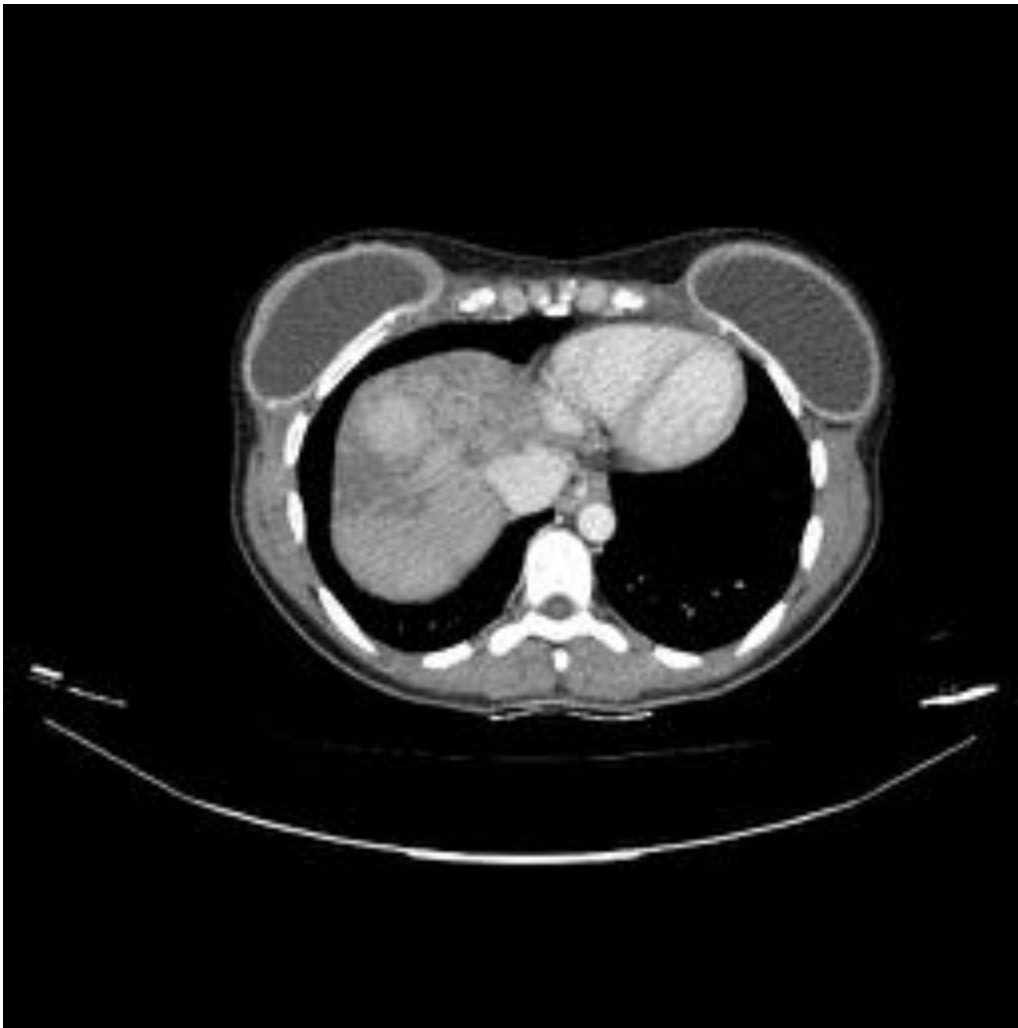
Misma paciente que figura 3. TC realizado 4 meses después de finalizar quimioterapia con docetaxel y trastuzumab. Continúa con trastuzumab y herceptin. La paciente presenta alteración de perfil hepático, astenia de 3 meses de evolución, ictericia y coluria. La TC muestra alteración del contorno hepático con áreas de retracción (figura 6) y patrón de realce heterogéneo. No se detectan metástasis hepáticas.
